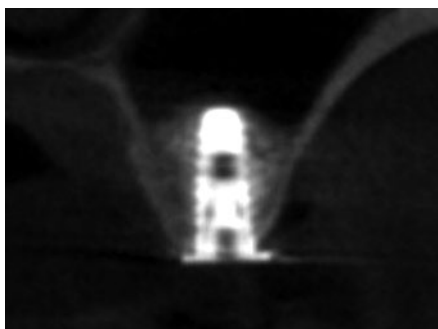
インプラント埋入後の 6 部CT像。
